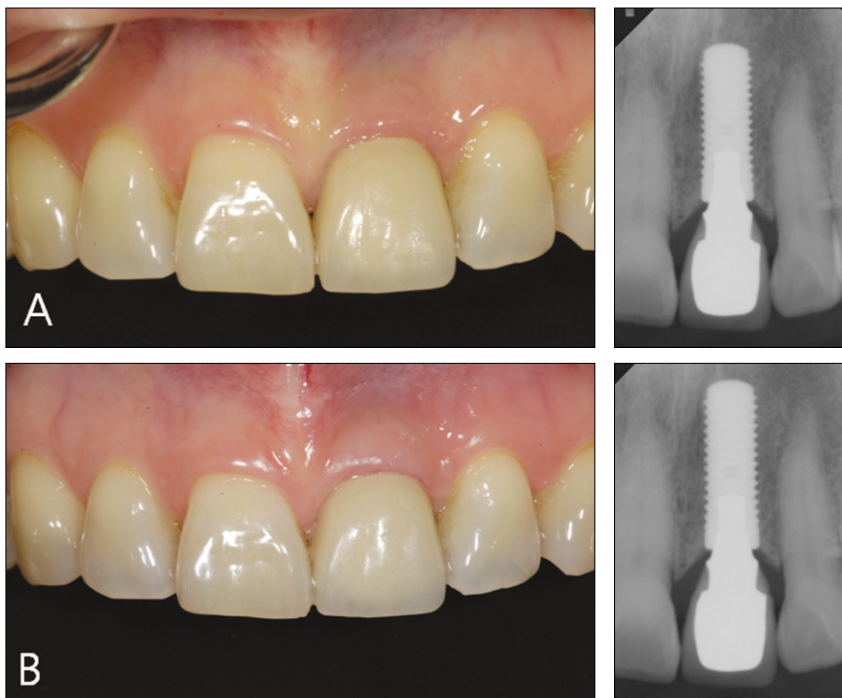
A: Intraoral photo and periapical radiograph 6 months after initial placement, B: Intraoral photo and periapical radiograph 2 years after initial placement.
